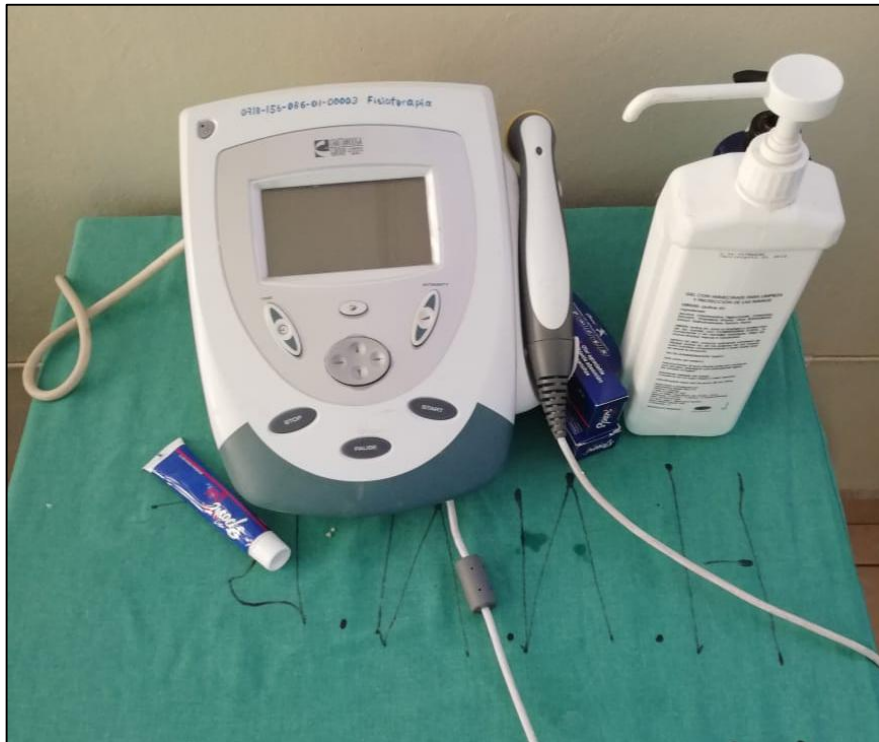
Ultrasonido terapéutico
